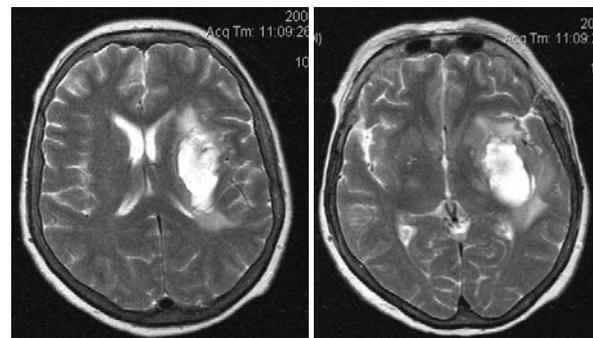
МРТ с крупным очагом острой дисгемии темпоро-базальной локализации на стороне недоминантного левого полушария головного мозга пациента 1-й группы
